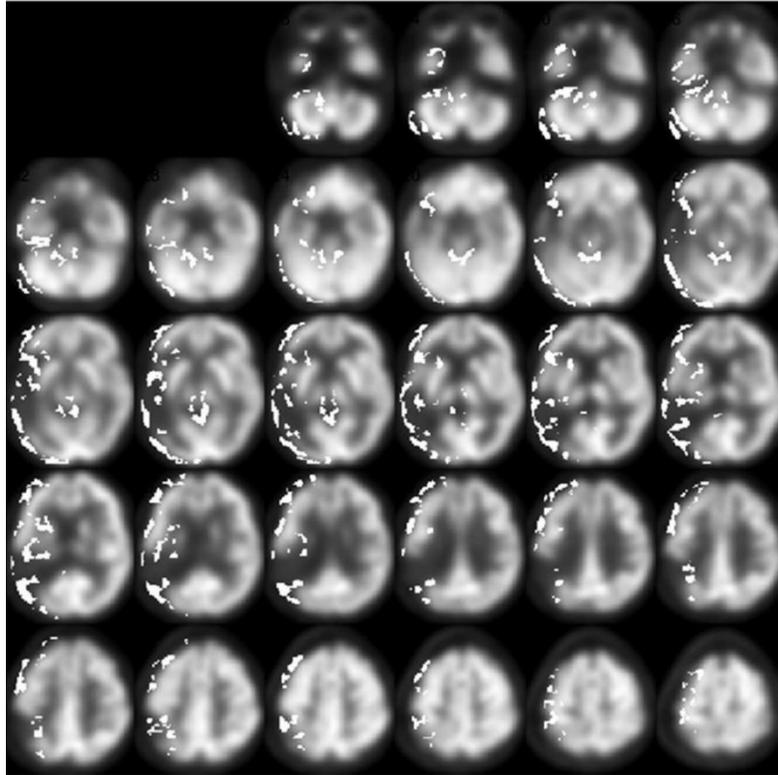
Améliorations observées de plus de 10 % et jusqu'à 15 % d'après l'analyse statistique des paramètres des images TEP-FDG cérébrales de la patiente avant et après séances d'OHB.
